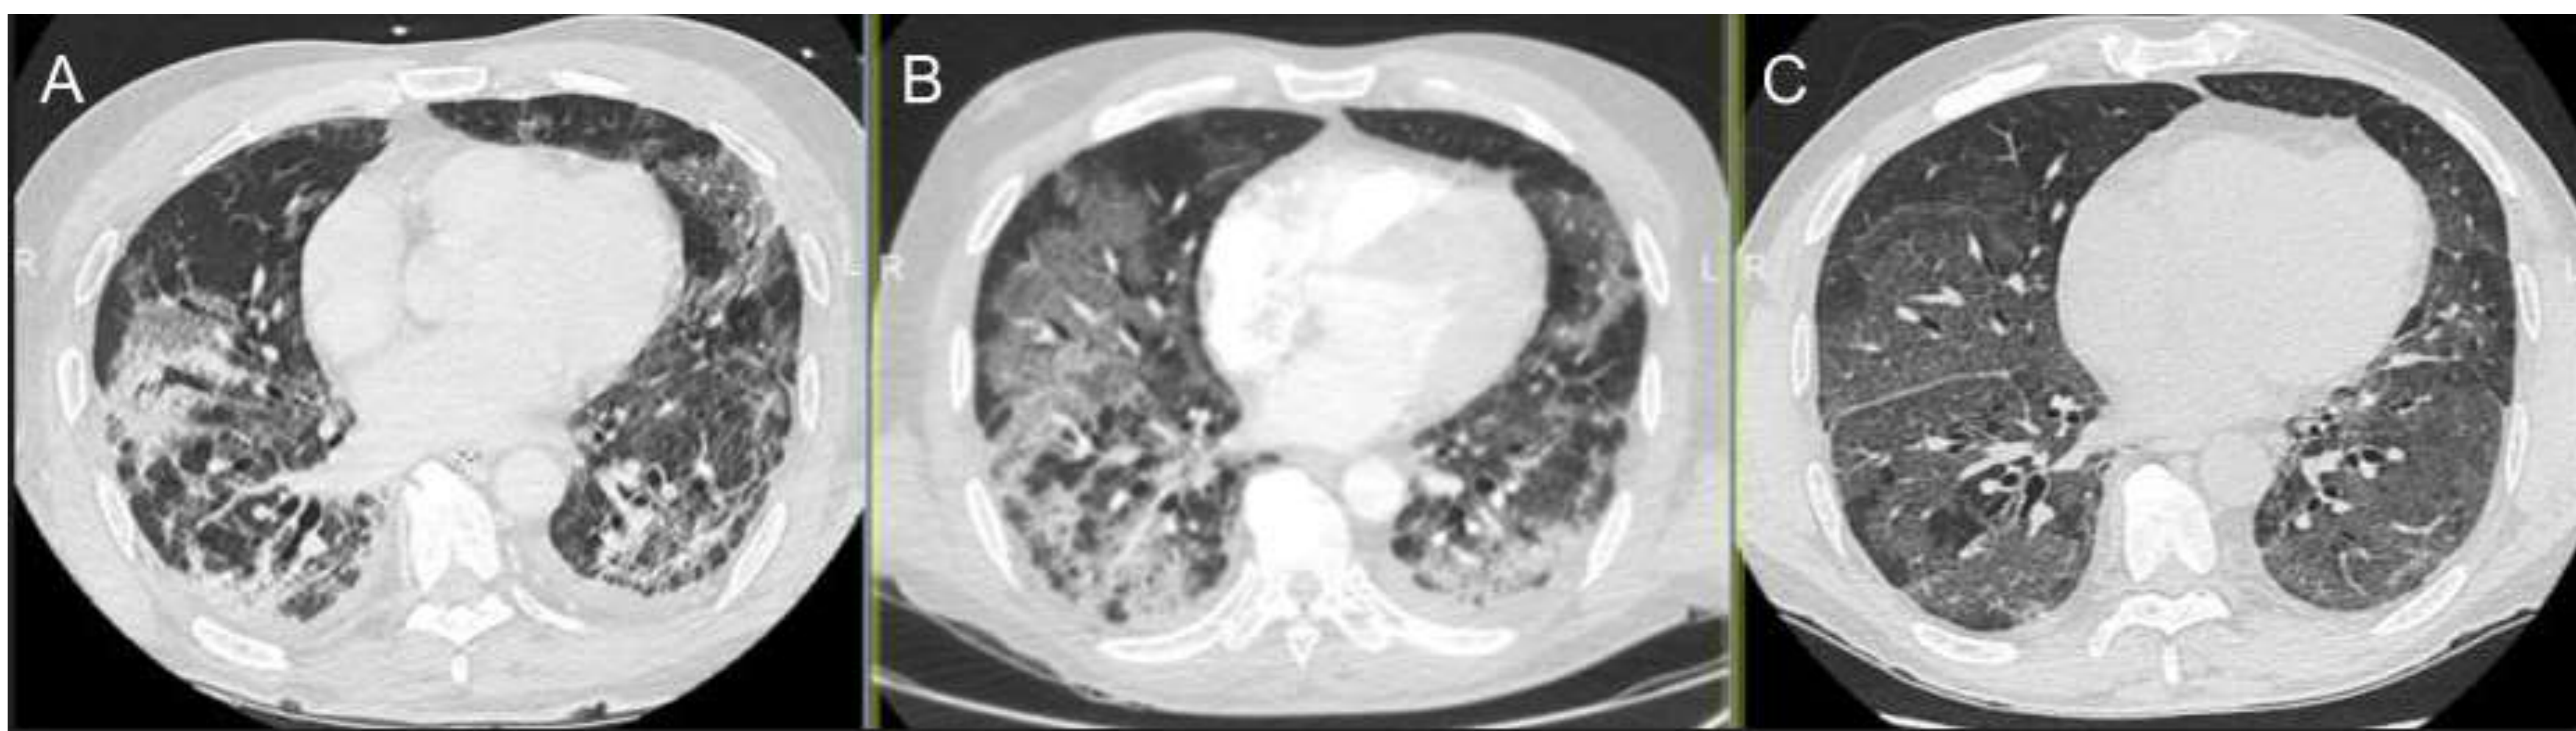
Imágenes TC de tres pacientes con COVID y diferentes manifestaciones. La imagen A muestra consolidaciones parcheadas periféricas subpleurales con opacidades en vidrio esmerilado y una distorsión arquitectónica del parénquima con engrosamiento septal interlobular, todo ello consistente con evolución a fibrosis. En la imagen B podemos observar áreas de consolidación mal definidas en regiones posteriores, opacidades difusas en vidrio esmerilado y engrosamiento septal interlobular. La imagen C muestra opacidades bilaterales difusas y mal definidas en vidrio esmerilado con engrosamiento septal interlobular (crazy paving).
